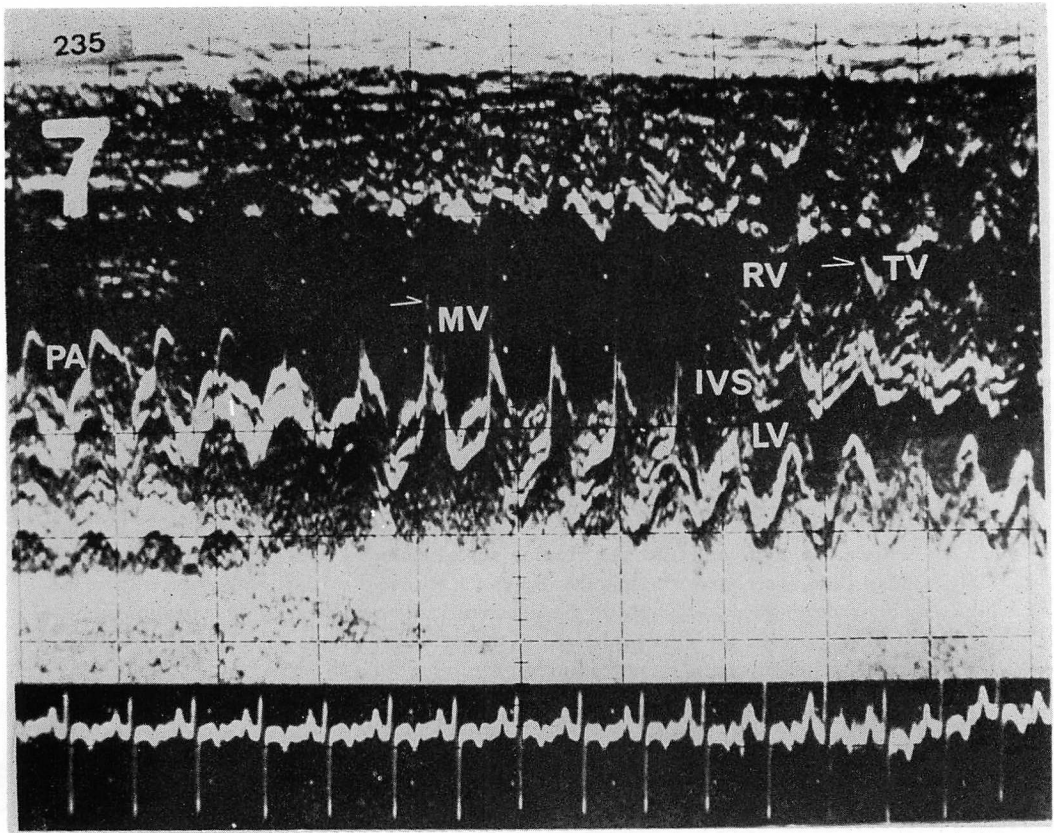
Echocardiogram of transposition of the great arteries with the straddling mitral valve.
